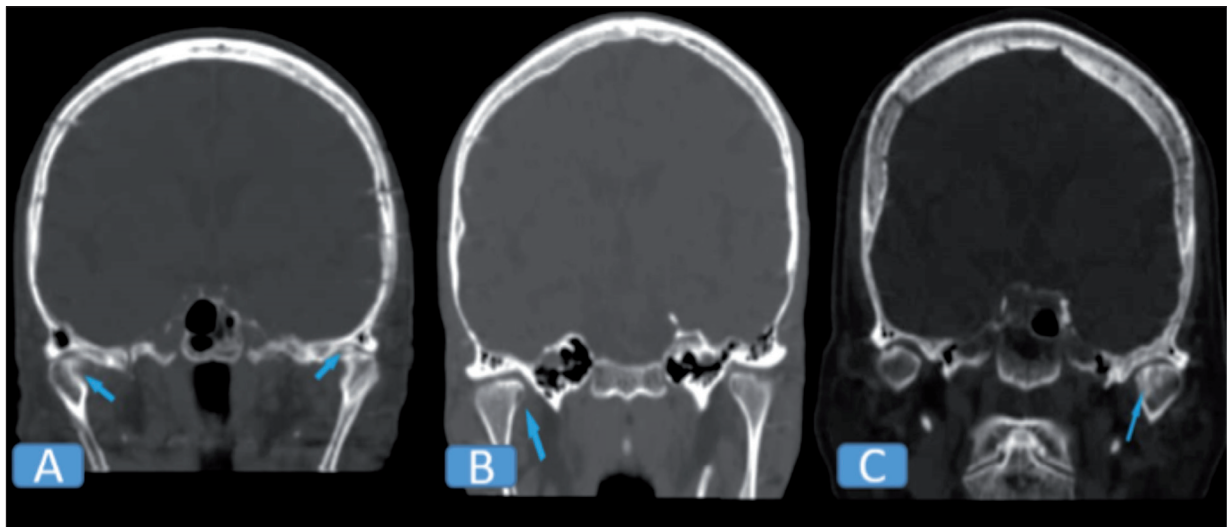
Tomografía Computarizada, reconstrucción coronal. A. Erosión en el cóndilo mandibular (derecha), osteofito en el cóndilo mandibular (izquierdo). B. Quiste subcondral en el cóndilo mandibular. C. Esclerosis en el cóndilo mandibular con estrechamiento del espacio articular.
